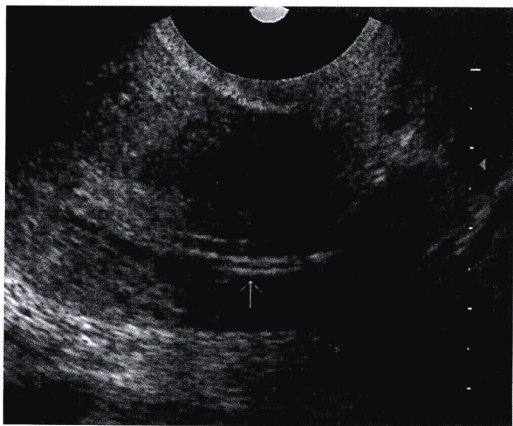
经阴道超声显示宫腔内人工授精导管的回声。
